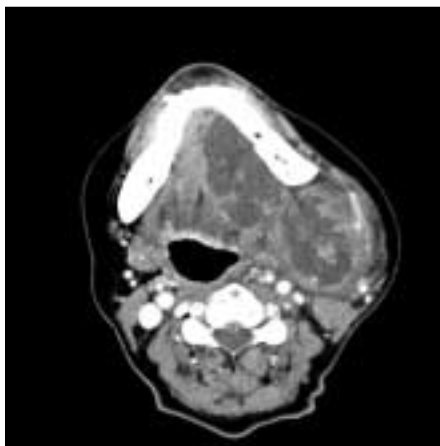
CT image shows septation of lesion. Small one was 5 cm and large one was 7 cm. And there was solid enhanced portion in the large lesion.
